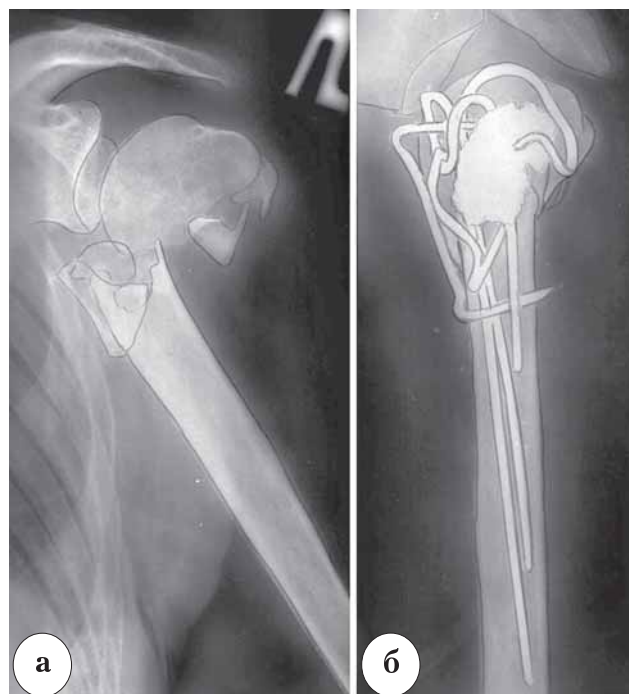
Рентгенограммы пациентки У., 72 лет, с внутрисуставным переломом проксимального сегмента плечевой кости (тип С2): а – до лечения; б – через 5 лет после реконструктивной операции. Остеосинтез выполнен фиксаторами с эффектом памяти формы
